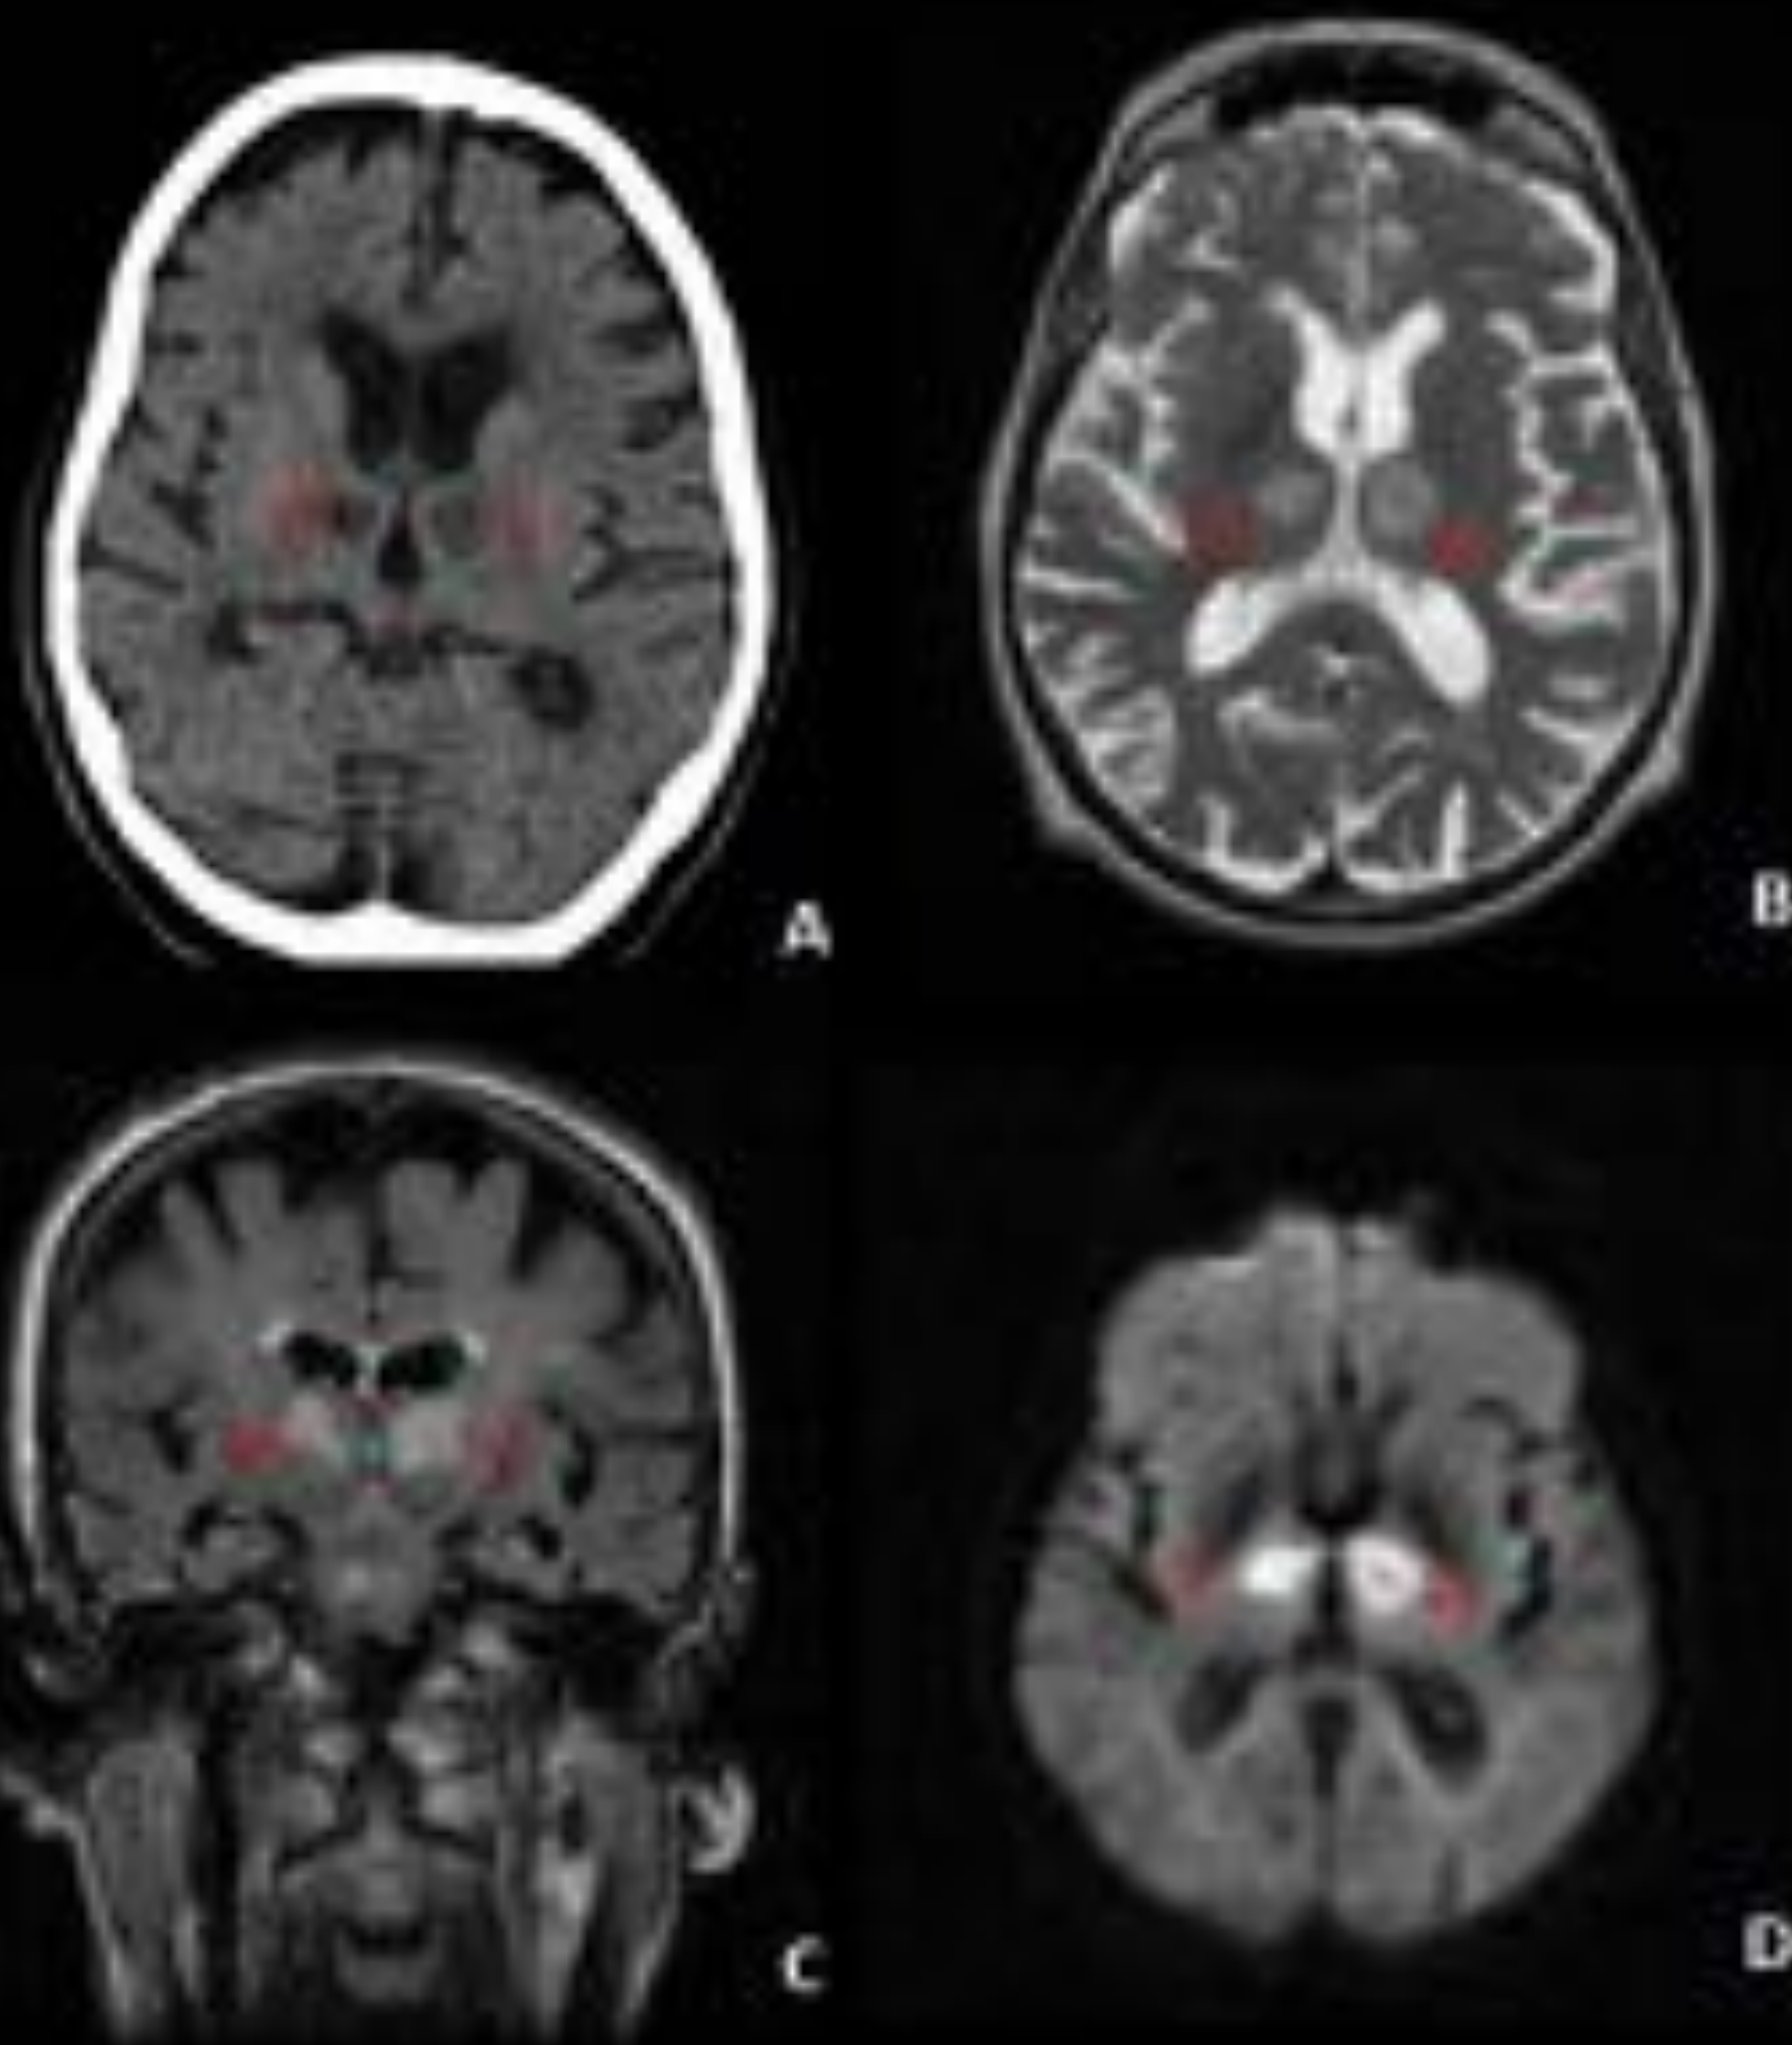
Paciente de 77 años encontrada en su domicilio inconsciente. Antecedentes de HTA y DM II. En estudio de TC sin contraste intravenoso (A) Lesiones hipodensas talámicas bilaterales. En estudio de RM lesiones hiperintensas (flechas rojas) talámicas bilaterales en Axial T2 (B), coronal FLAIR (C) y en DWI (D) Hallazgos en relación con infarto establecido territorio de la arteria de Percherón.
